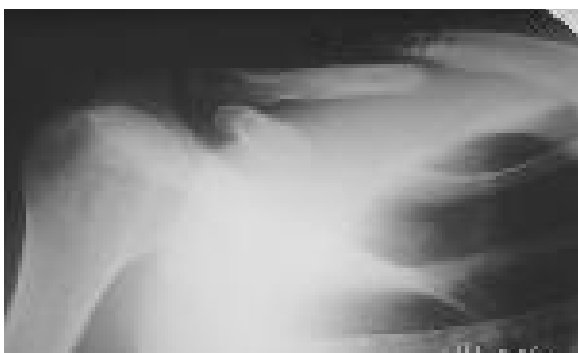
б. Пацієнт М., 26 років. Пряма рентгенограма правої ключиці (класифікація Robinson, тип R2B1a).
